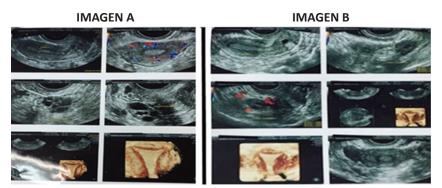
Ecografía ginecológica del caso 1 previo al tratamiento donde se evidencia ovarios poliquísticos.
